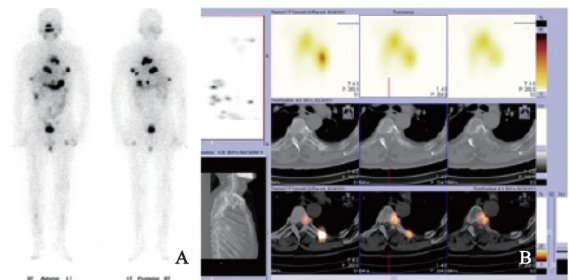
甲状腺癌骨转移全身平面及SPECT/CT断层融合显像
